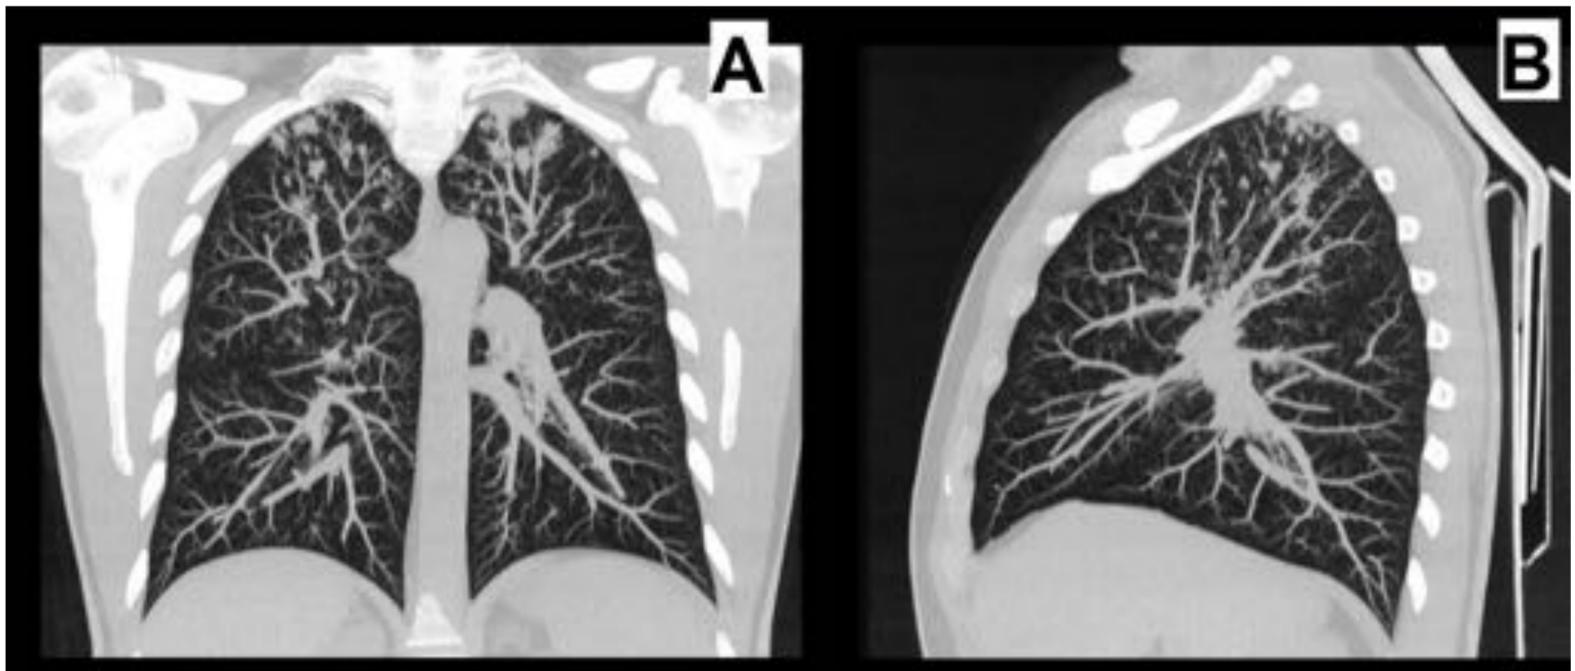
TC de tórax del mismo paciente que fig (2) en coronal (A) y en sagital (B), donde existen múltiples imágenes nodulares, de diferentes tamaños, que están afectando a lóbulos superiores de forma bilateral, así como la presencia de imágenes en árbol en brote.
